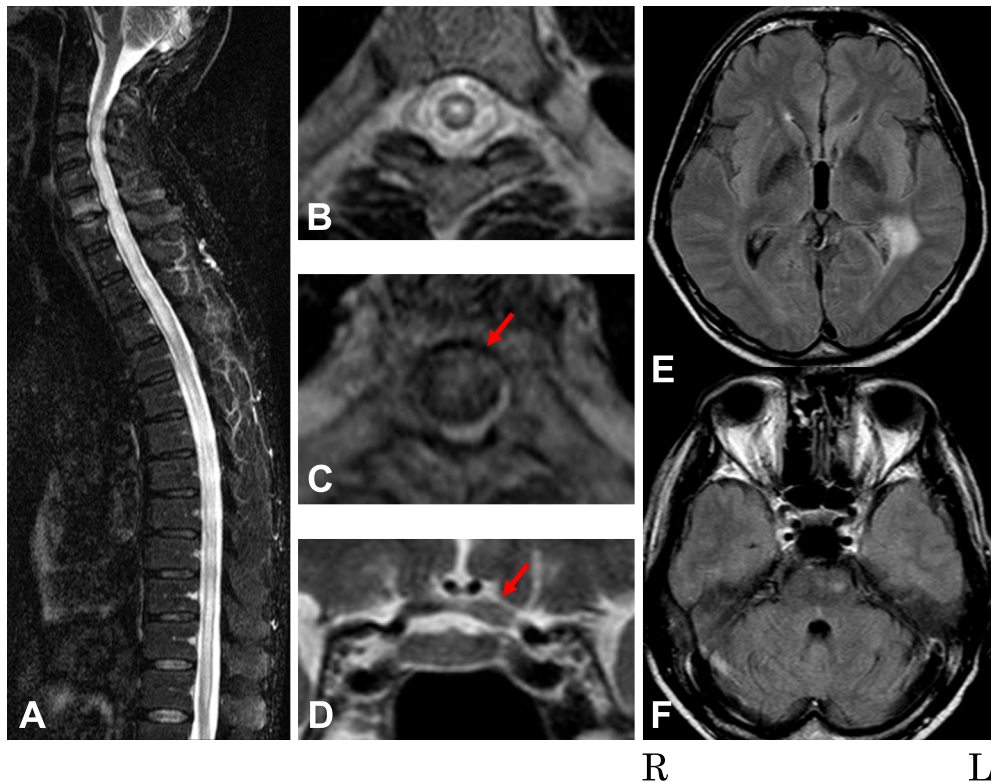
MRI images on admission (A, B, C, D) and the 19th day of illness (E, F).
